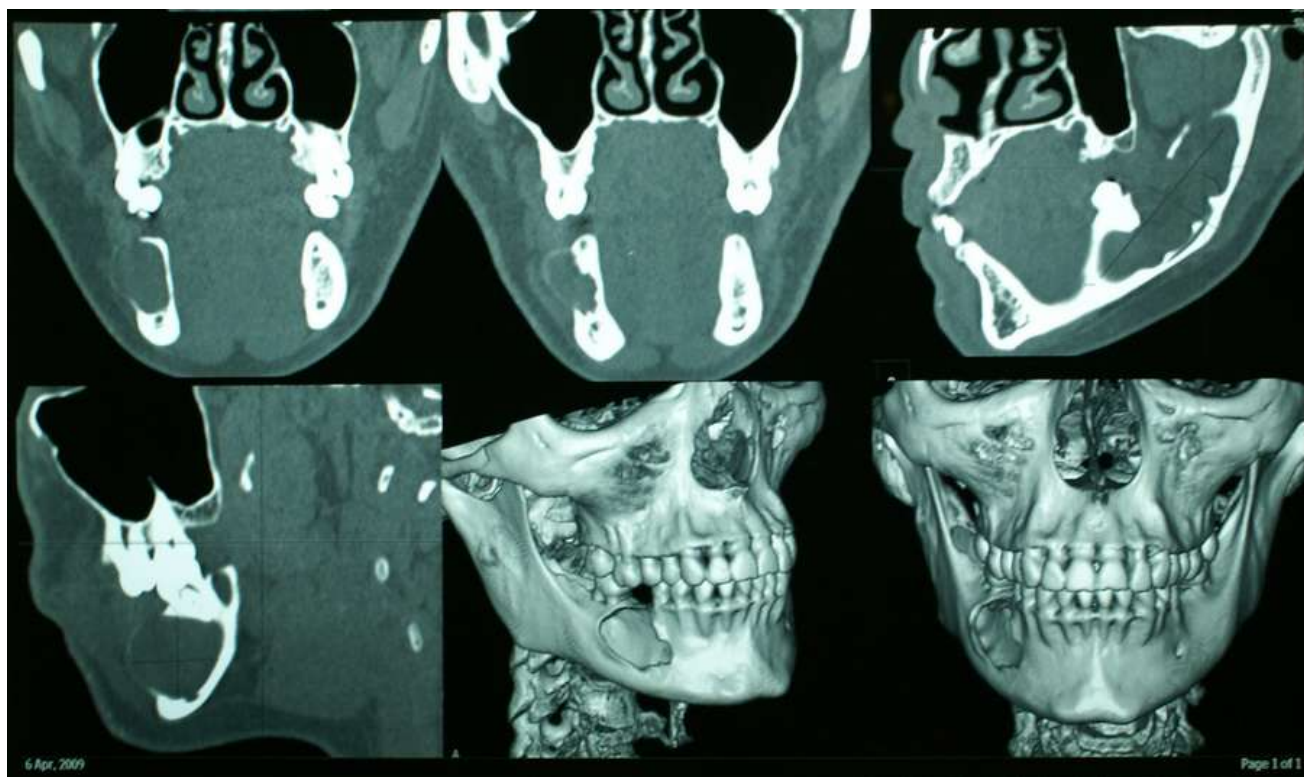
МСКТ костей лицевого отдела черепа.
